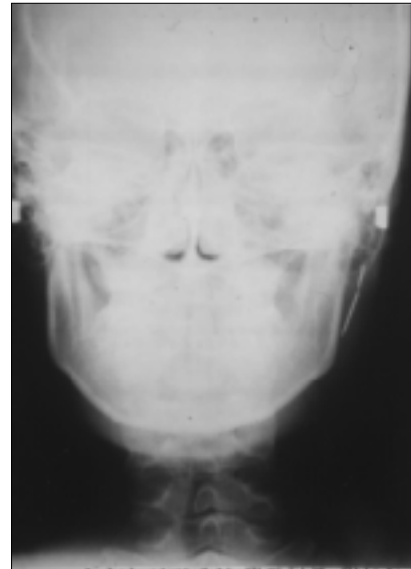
증례1에서 PA 방사선 사진에서 관찰되는 방사선 불투과성 바늘.
